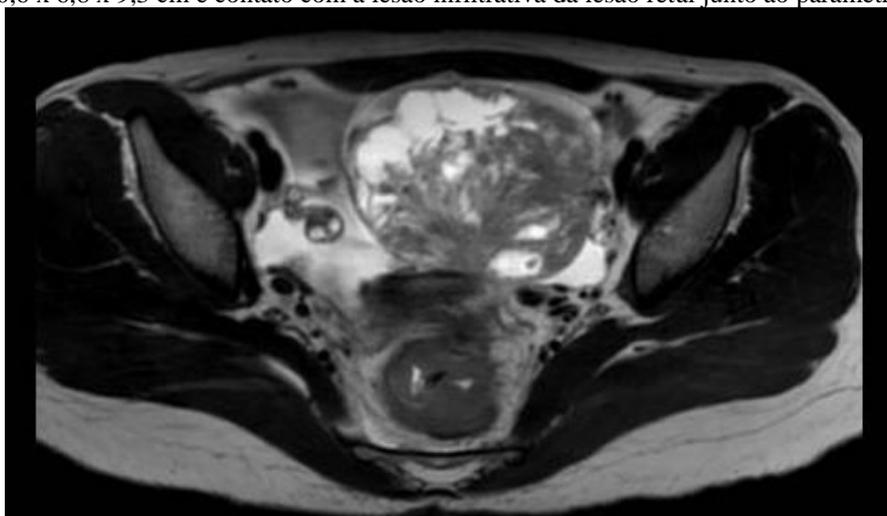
Tomografia de Pelve. Seta superior demonstrando massa anexial esquerda; seta inferior com lesão vegetante estenosante de reto com caráter neoplásico primário
